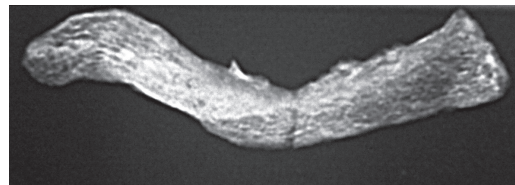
Jechtingen (Grab 49, matur, männlich, links): Linke Clavicula mit Verdacht auf Fraktur. – Abb. 19 (rechts): wie 18, Röntgendarstellung der linken Clavicula mit einer gut verheilten Schrägfraktur. Fehlende Kallusbildung, keine Anzeichen entzündlicher Veränderungen.
